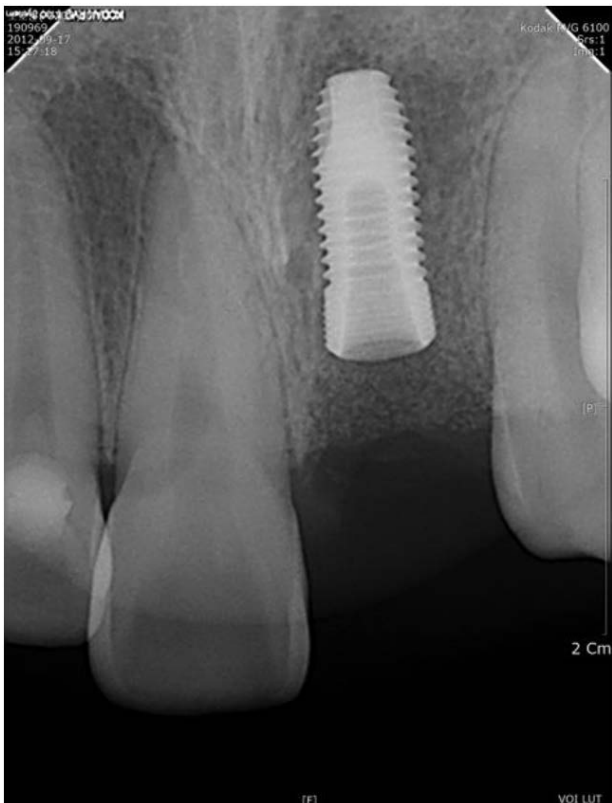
Periapical radiograph taken after implantation.
